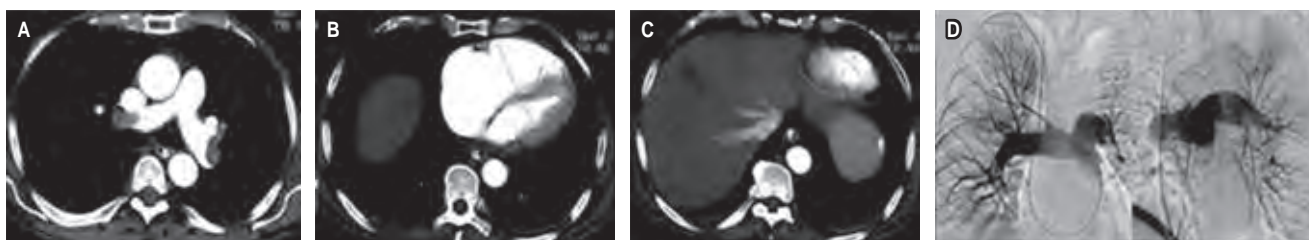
Prethrombolysis chest CT angiography. A) Axial section showing bilateral thrombus in the main pulmonary arteries. B) 4-bed image with significant dilatation of the right heart chambers with loss of the relationship between both ventricles with a displacement of the interventricular septum. C) Inferior vena cava reflux that allows suprahepatic veins to be seen. D) Pulmonary angiography showing obstruction of both main pulmonary arteries.
